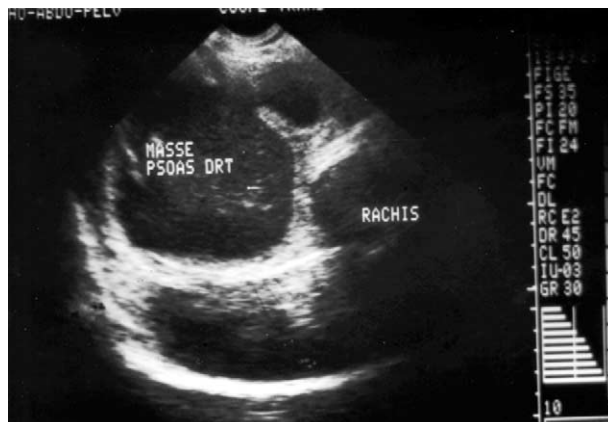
Échographie abdominale. Masse arrondie rétro-péritonéale à contenu échogène évoquant un abcès du psoas. Traitée par ponction échoguidée.
